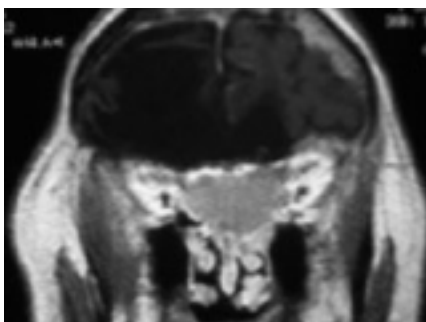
RMN coronale. Estensione a livello caudale etmoidale e sfenoidale.
